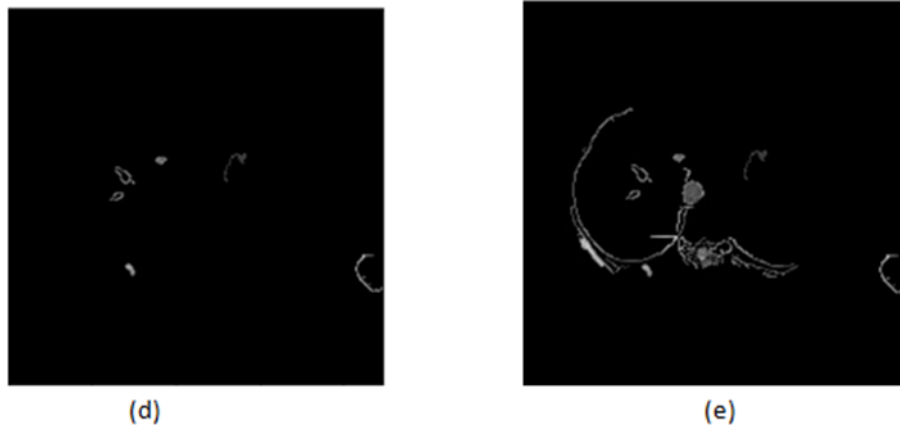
7 Application de méthode de Canny sur l'image CT abdominal.
